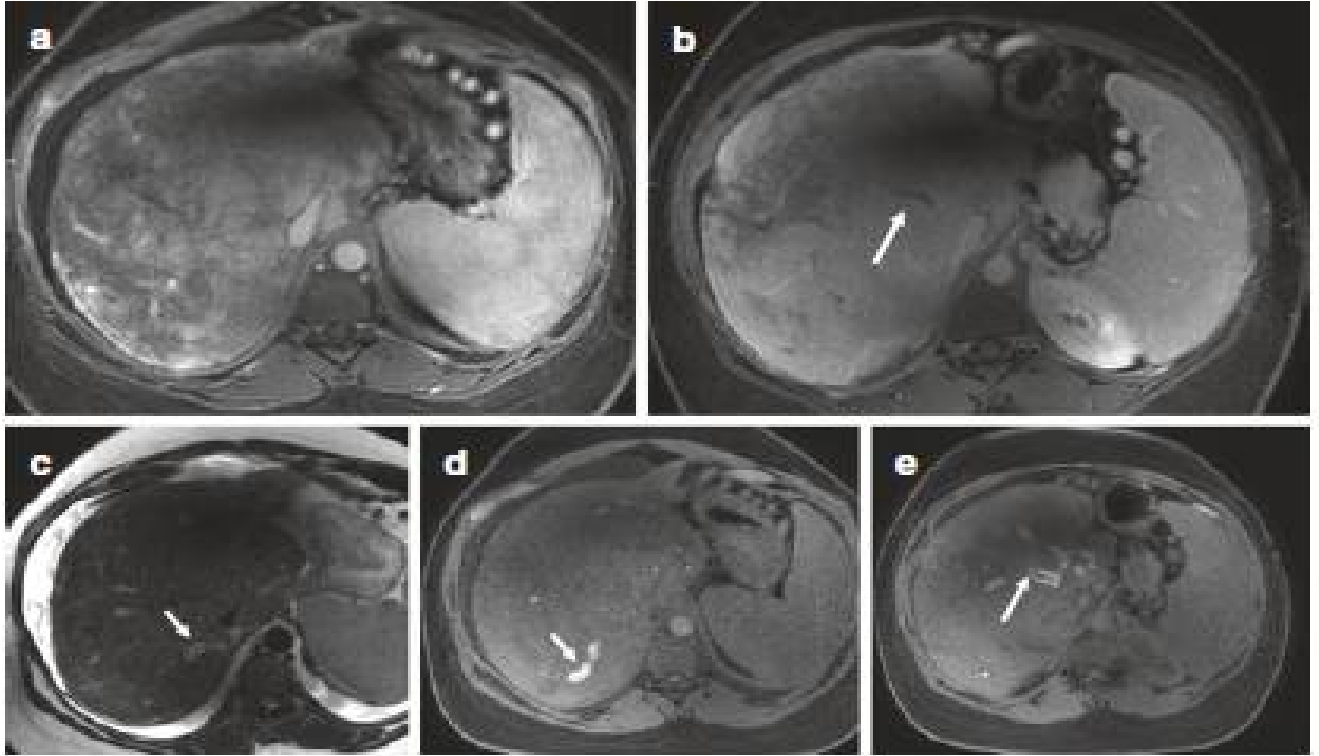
IRM montre un foie dysmorphique avec atrophie hépatique périphérique et hypertrophie centrale du lobe IV avec des contours irréguliers. Après injection du PDC, le foie présente une amélioration de l'hétérogénéité à la phase artérielle (a) et à la phase veineuse portale (b). Des circulations veineuses collatérales intrahépatiques (flèches) montrent une intensité de signal élevée sur les images pondérées T2 (c), signal en hyperintensité sur les images saturées en graisse et pré-contrastées en T1 (d-e). Après injection de contraste, les veines thrombosées présentent un défaut de remplissage
